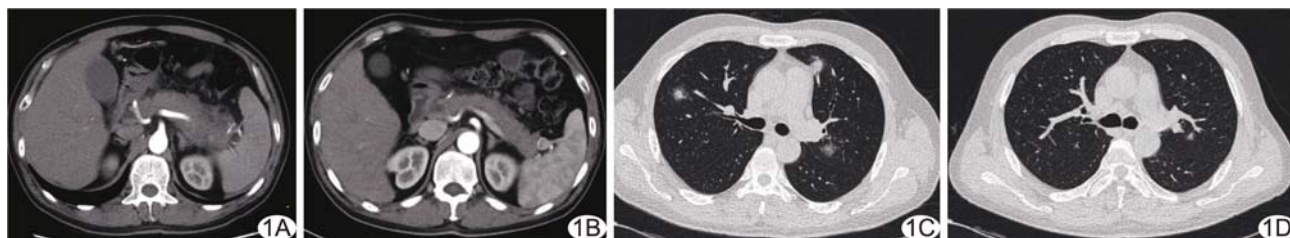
IgG4 相关疾病 A、B. 首诊时(A)及抗感染、补液、经皮肝穿刺胆道引流减压等“胰腺炎”对症治疗后(B)腹部 CT 增强扫描图像; C. 连续口服甲泼尼龙 3~4 周后 6 个月胸部 CT 平扫肺窗图像; D. 因发现肺部病变再次连续口服甲泼尼龙 8~12 周后 1 个月, 胸部 CT 平扫肺窗图像
